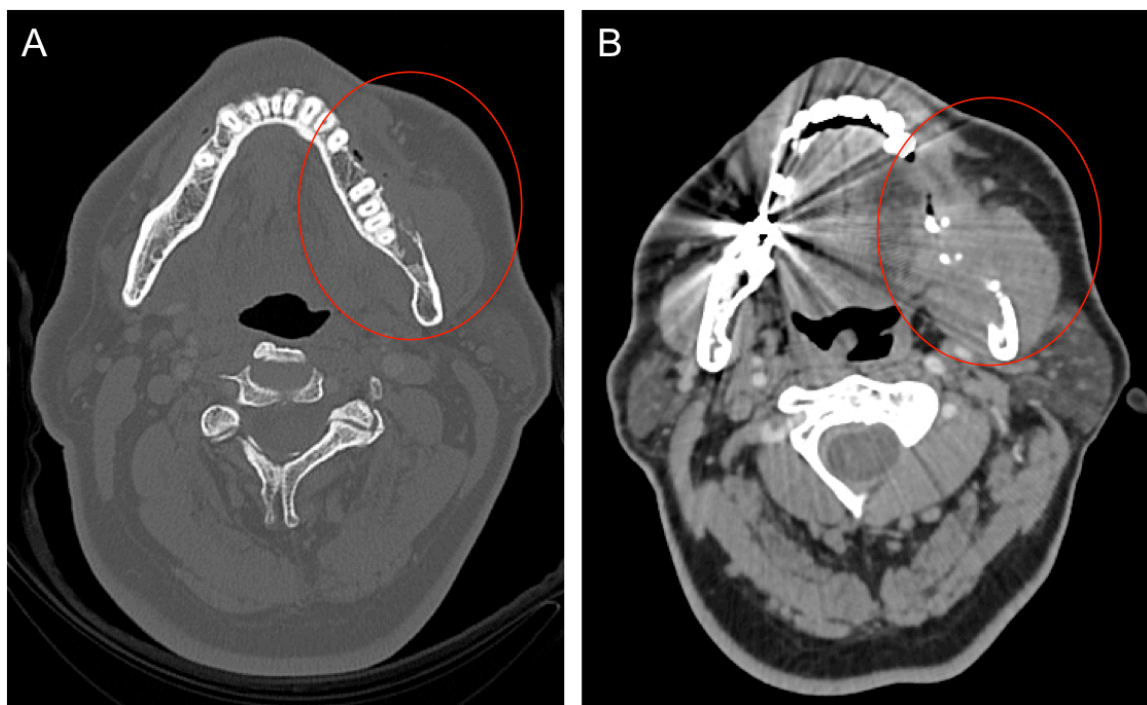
Imagerie TDM en coupe axiale. A Fenêtre osseuse : lyse de la corticale externe avec rupture corticale externe. B Fenêtre parenchymateuse : prise de contraste tumorale englobant la branche horizontale mandibulaire.
